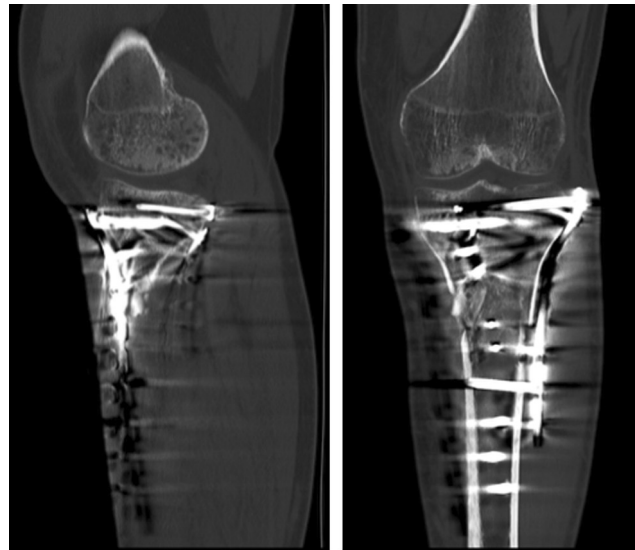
Radiografías posoperatorias anteroposterior y lateral del caso clínico n° 2.
